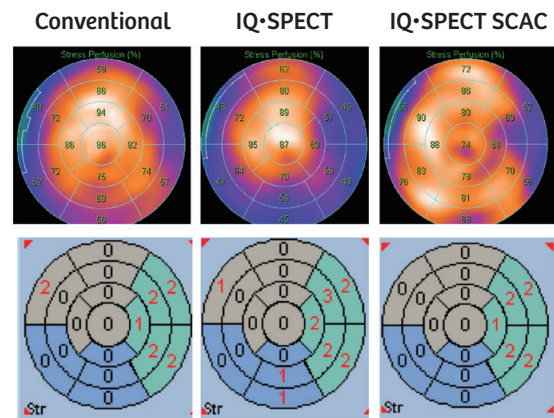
70歳代男性。左冠動脈前下行枝と回旋枝のバイパス手術後である。血流マップは、従来の平行コリメータ(左)、IQ・SPECTの仰臥位(中)および散乱減弱補正(SCAC)(右)で負荷時の血流を示す。欠損スコアはそれぞれの条件に適した標準データベースを用いて算出した。側壁の回旋枝領域の低下が明瞭であるが、一方下壁は減弱補正により下壁の集積が増加しているため異常がないことが分かる。
